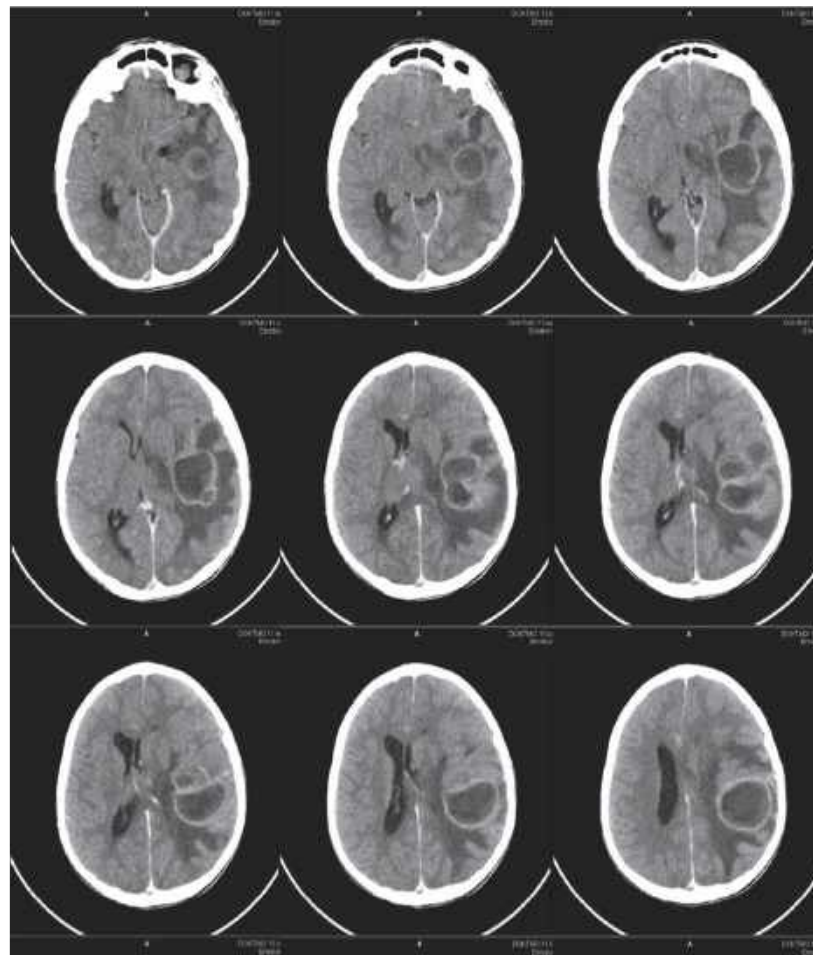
Спостереження №22. Хворий Н-ов, 8 років (історія хвороби №6577). КТ головного мозку в доопераційному періоді.
